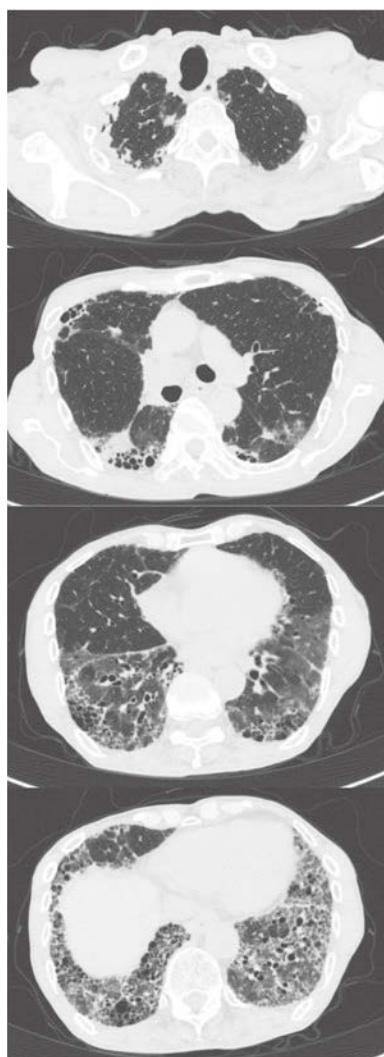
Chest CT scan on admission. Pleural thickening and continuous granular shadows were prominent in both upper lobes. Diffuse ground glass opacification and honeycomb lung along the pleura were detected in both lower lobes.
